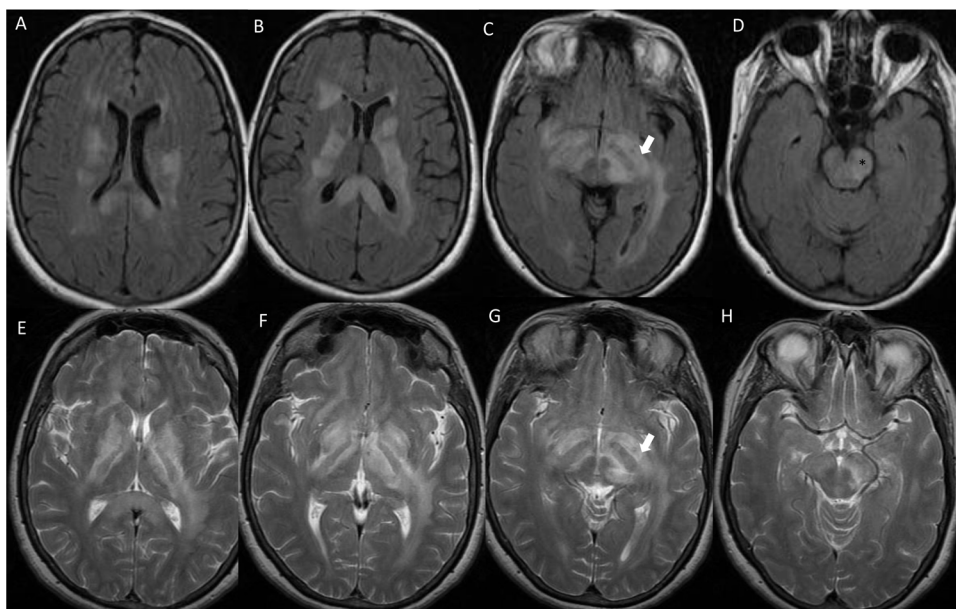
Estudio de RM en el que se identifican extensas áreas de hiperseñal en sustancia blanca supratentorial, en secuencias T2 (E-H) Y FLAIR (A-d), con extensión a través de los pedúnculos cerebrales (flecha) a la región infratentorial e infiltración del tronco (*). El patrón de afectación se corresponde con una LC con diagnóstico histológico de LDCBG.
